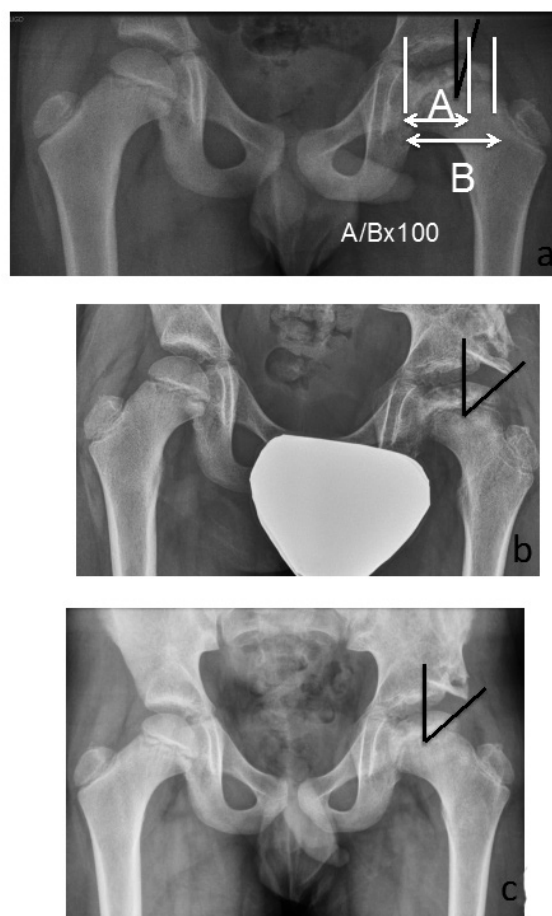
Ángulo de Wiberg (ángulo en negro) e índice de Heyman-Herndon (líneas en blanco). Radiografía prequirúrgica (a), postquirúrgica (b) y al final del seguimiento (c).
